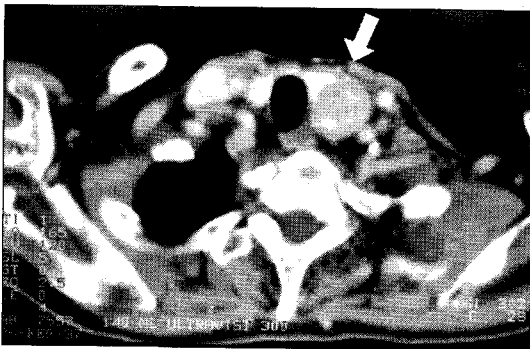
Neck CT in Cases #4 showing relatively well-defined inhomogeneously enhancing mass lesion at posterolateral aspect of left lobe of thyroid gland(arrow head).
